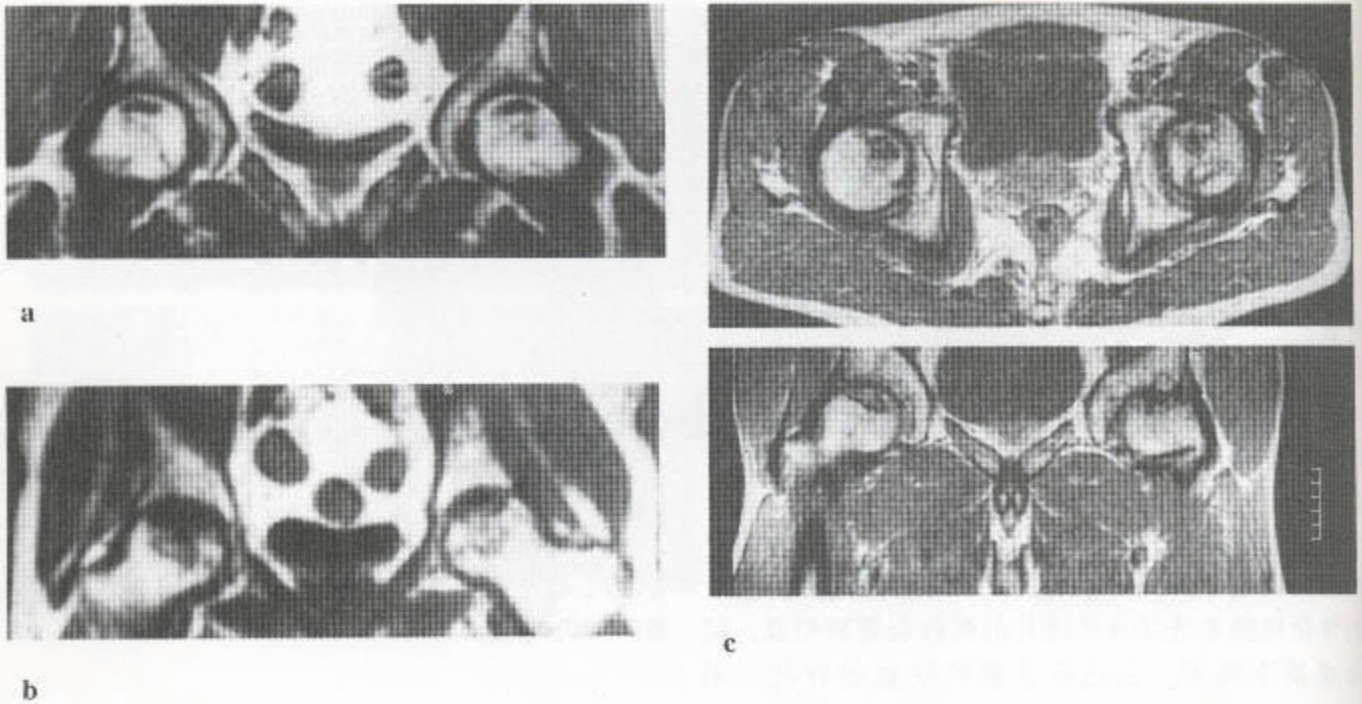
继发于类固醇治疗的无血供股骨头坏死 (a) 这张冠状位 T_1 加权 MRI 检查证明有一双侧大范围的皮质下梗塞带。(b) 另一患者的进一步病变已导致了结构的衰变 (冠状位 T_1 加权 MR 序列)。(c) 双侧无血供性坏死 (轴位和冠状位 T_1 加权 MR 像)。冠状位 T_1 加权 MR 像 (底) 显示有左侧髋臼囊肿和结构衰变。在右侧, 可见一低信号的匍行带, 伴邻近有一个高信号带。后一带内正常骨髓信号丧失, 它对应的是局部梗塞和纤维化。
